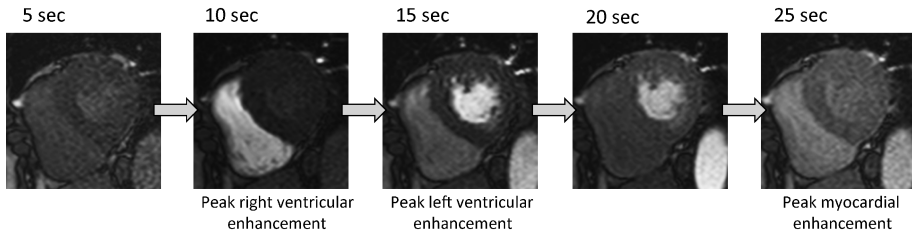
Typical Images from a first-pass contrast-enhanced myocardial perfusion MRI study
